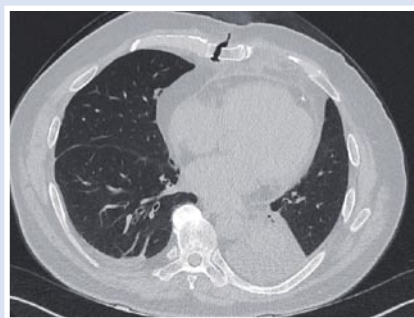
КТ органов грудной клетки: скопление воздуха и инфильтрация клетчатки переднего средостения в зоне стернотомии, узурация краев грудины, левосторонний гидроторакс (до 400 мл), выпот в перикарде.
